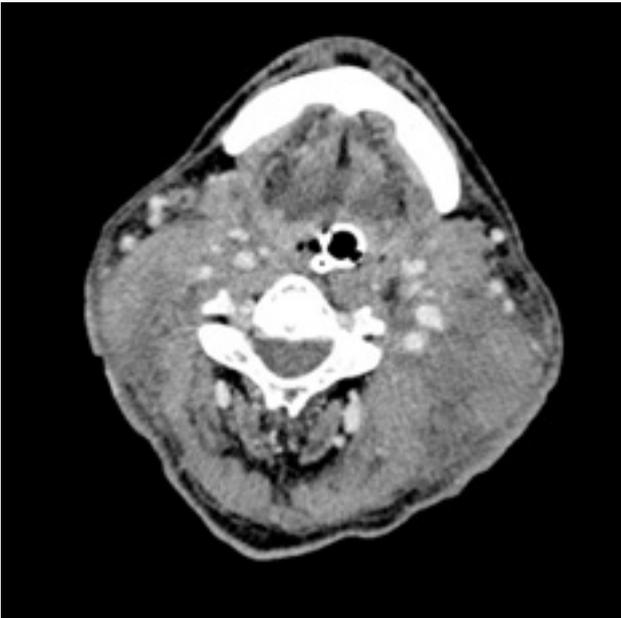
TAC cervical: celulitis y miositis cervical.
